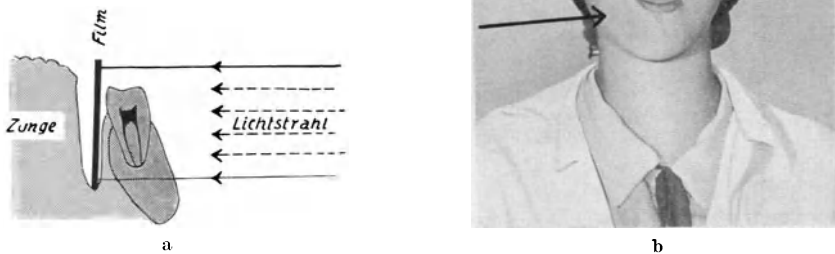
Einstellung der Röntgenstrahlen zur Aufnahme der unteren Molaren.
